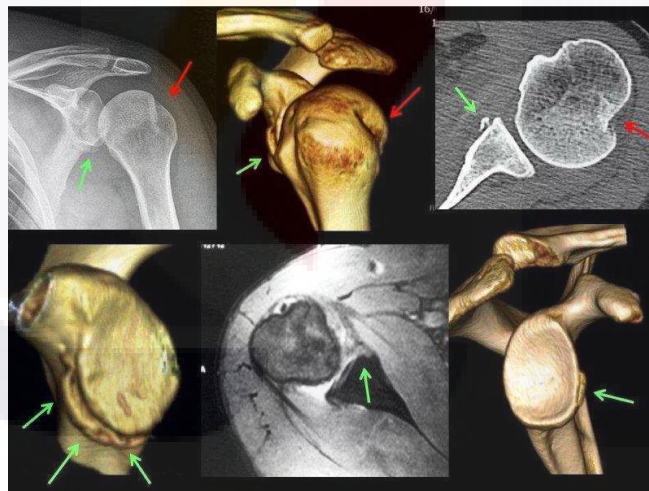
Tomografía computarizada de hombro con reconstrucción, en donde observamos una lesión de Hill-Sachs en la cabeza humeral y una lesión de Bankart ósea en el labio glenoideo anterior.
